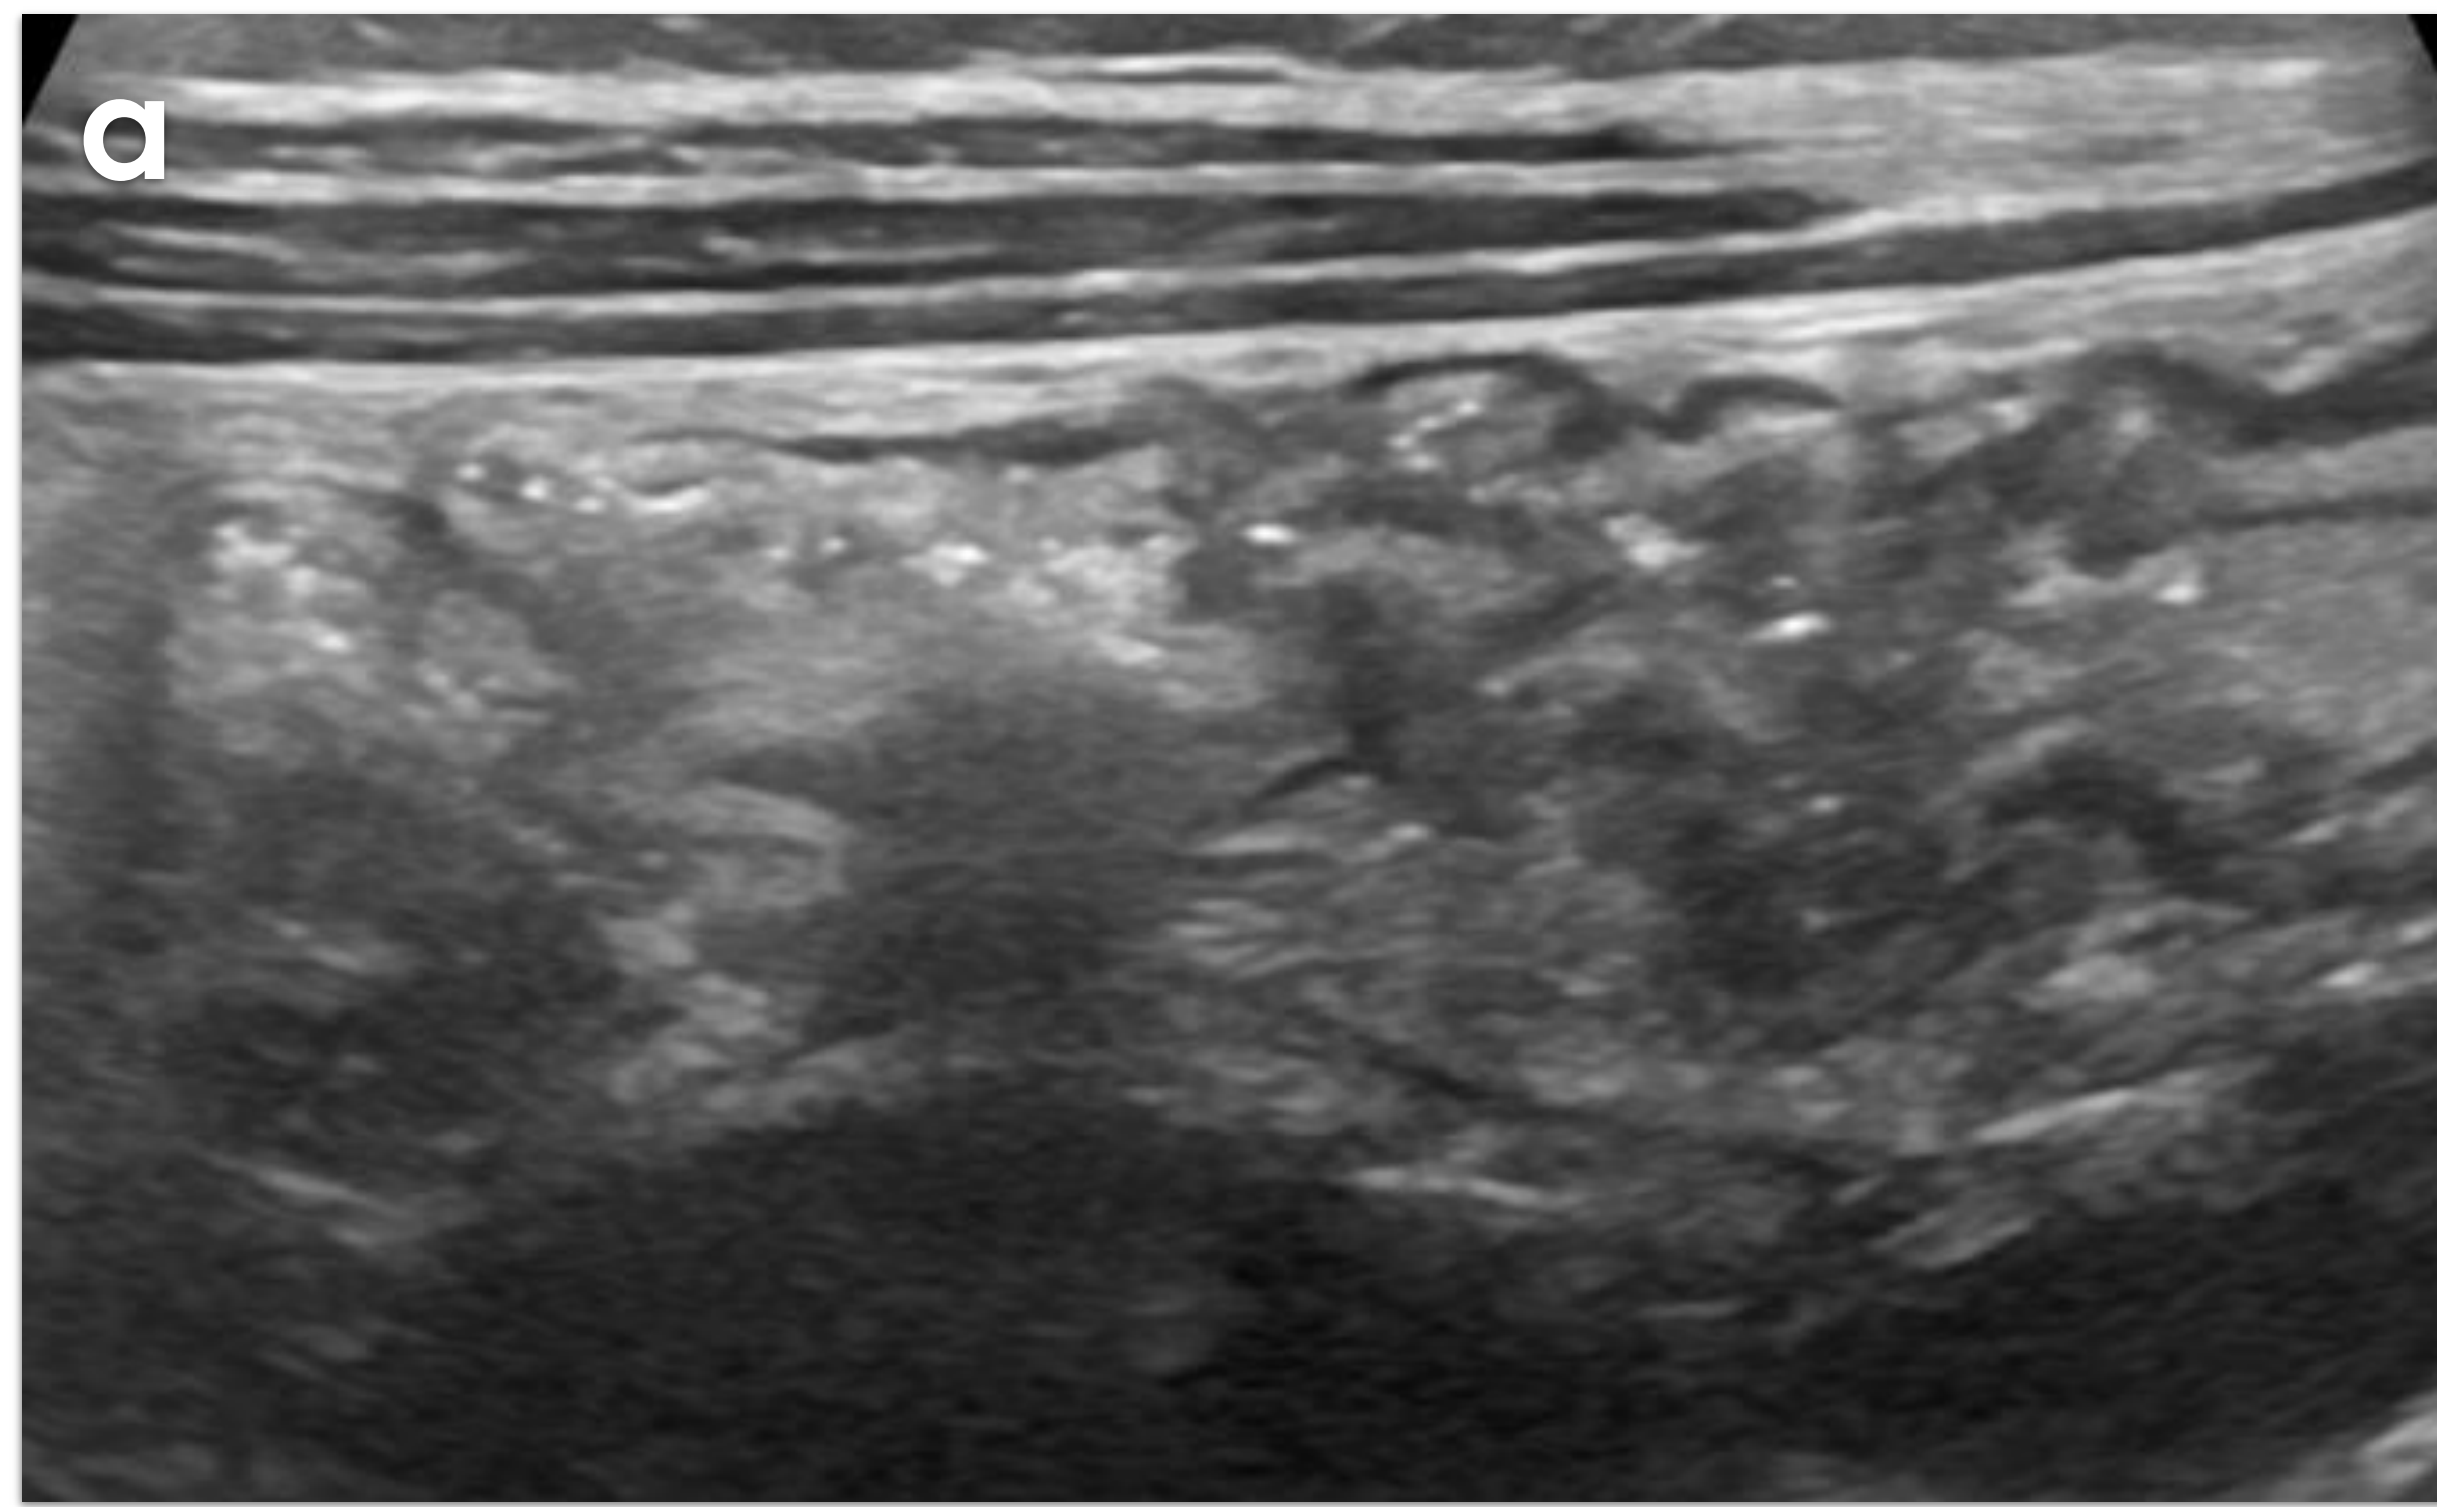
Mismo paciente que Fig. 4. Ecografía abdominal que muestra moderado engrosamiento mural de ciego (a) y asas de íleon distal (b) con pequeña cantidad de ascitis (flecha en c) y adenopatías (d) en fosa ilíaca derecha.
